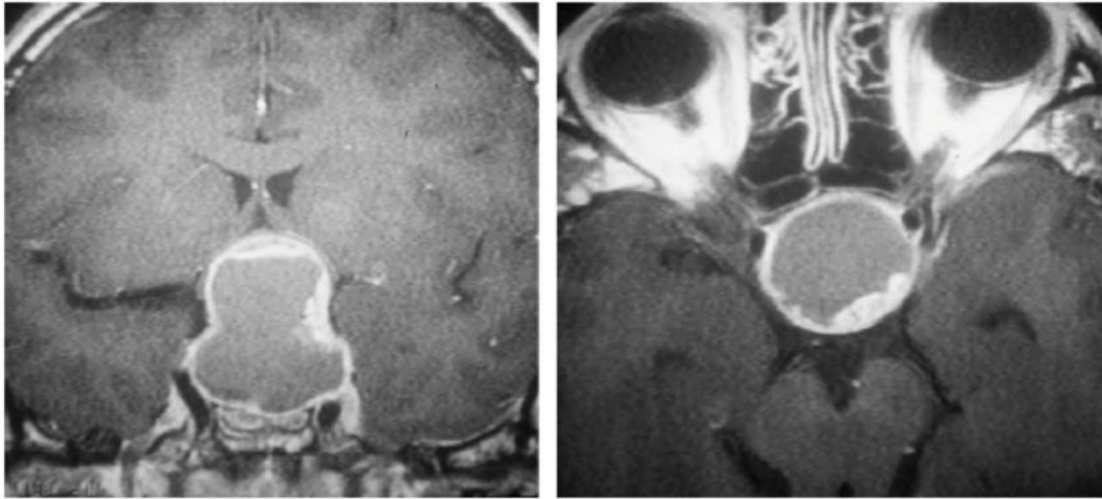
IRM, séquence en T1 avec injection de gadolinium ; craniopharyngiome kystique endo et suprasellaire [23].
